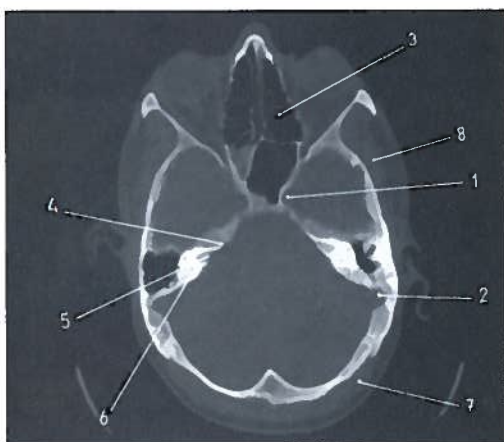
Corte axial da base do crânio em TC (ao nível do temporal)
